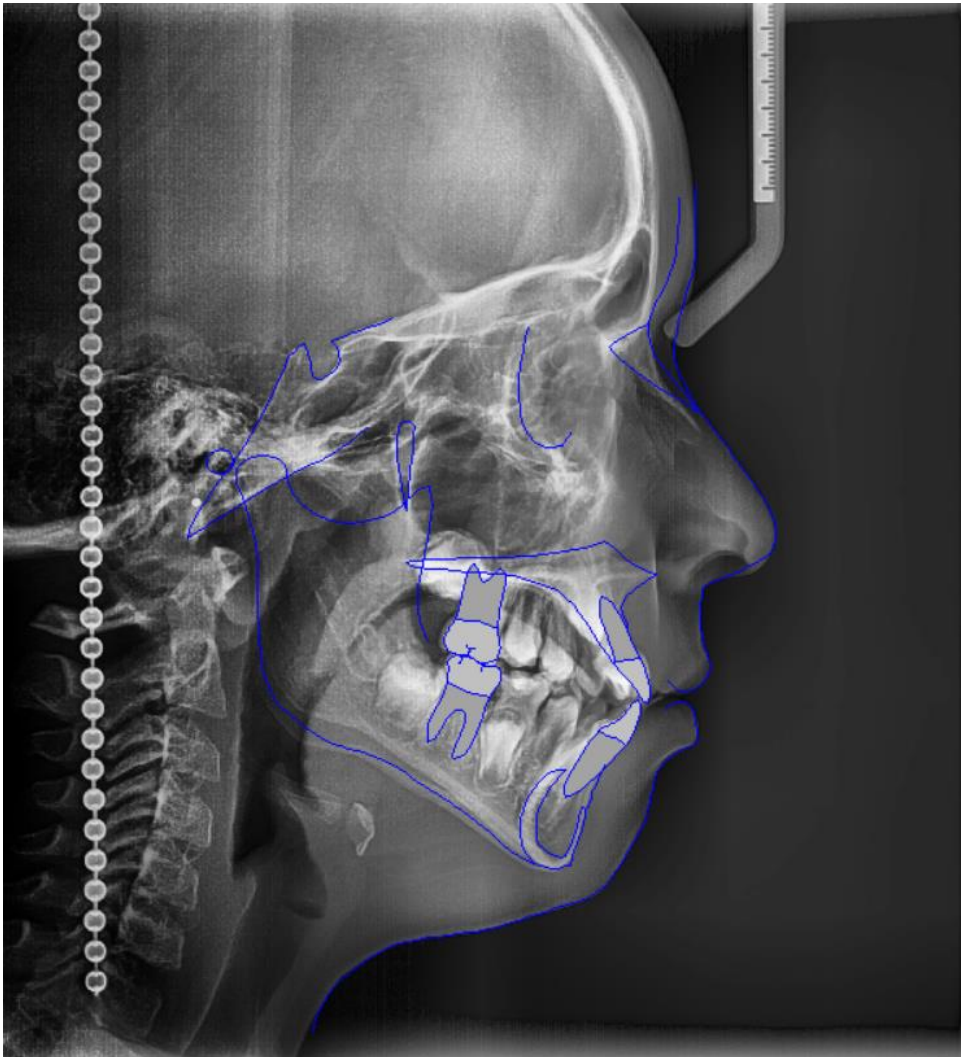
Radiografía lateral de cráneo para cefalometría. Fuente: propia
